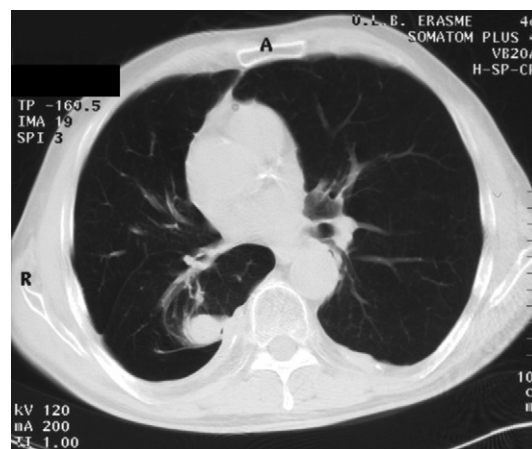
Atelectasie ronde en TDM.
